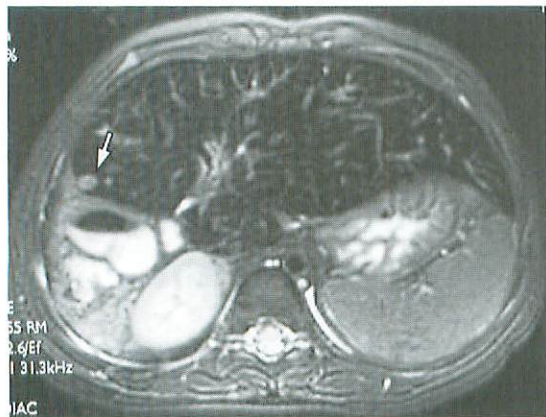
MR imaging (T2WI) with SPIO
